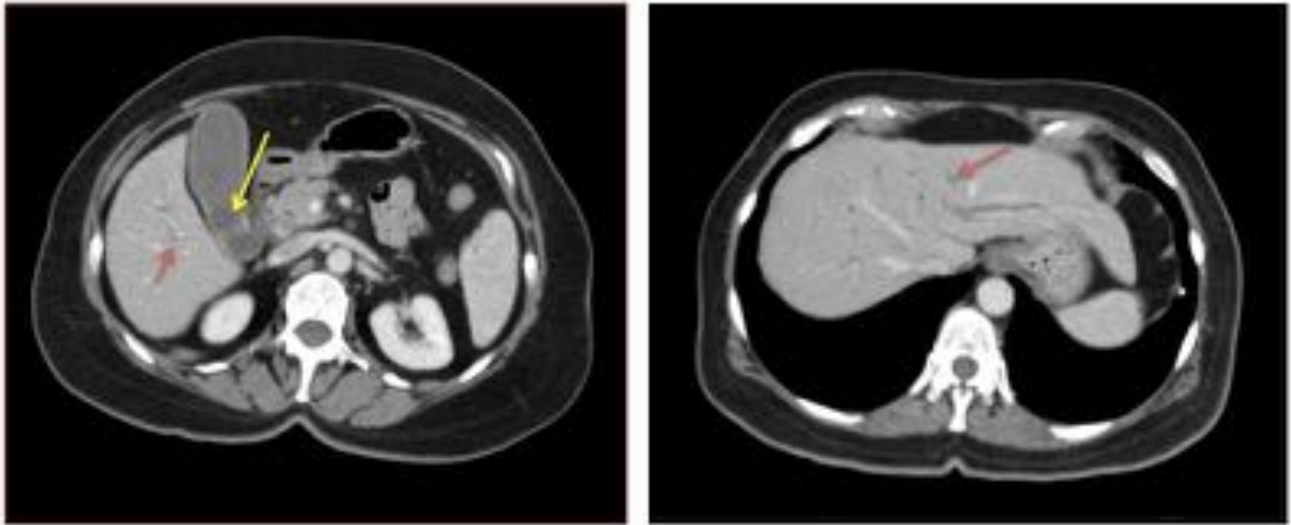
TC abdomino-pélvico con civ, cortes axiales. Mujer de 80 años con ictericia y síndrome constitucional de 1 mes de evolución. Dilatación de vía biliar intrahepática, más marcado en lóbulo hepático izquierdo.
